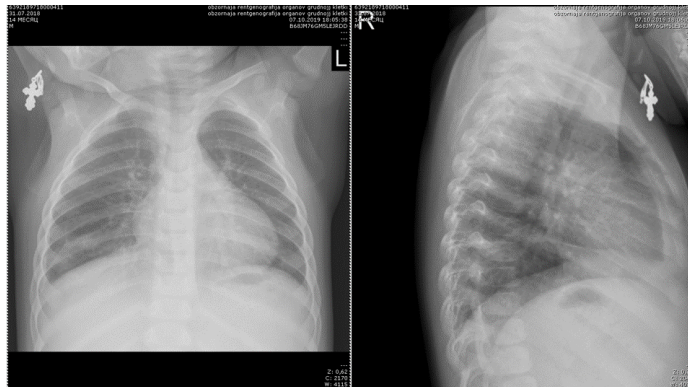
Рентгенография легких С.Д. от 07.10.19 – улучшение пневматизации правого легкого.
